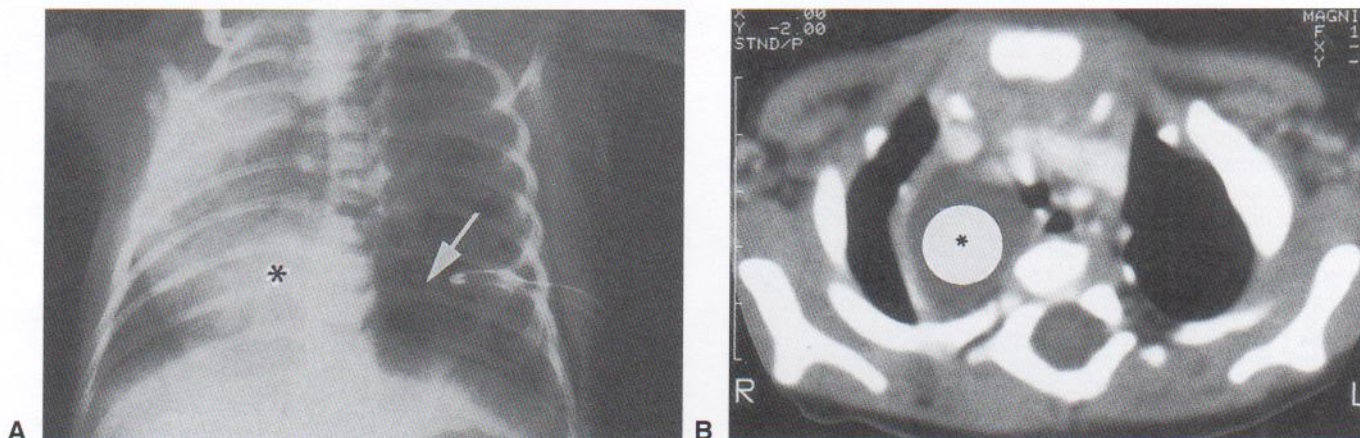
Quistes pulmonares congénitos. A, Radiografía torácica (PA) de un lactante que muestra una malformación adenomatoide quística congénita de gran tamaño del lado izquierdo (flecha). El corazón (asterisco) se ha desplazado hacia la derecha. Obsérvese el tubo torácico en el lado izquierdo, que se colocó por el diagnóstico inicial de neumotórax (aire en la cavidad torácica). B, Imagen de TC axial del tórax de un recién nacido con un quiste broncogénico congénito grande del lado derecho (asterisco). (Cortesía del Dr. Prem S. Sahni, Department of Radiology, Children's Hospital, Winnipeg, Manitoba, Canadá.)
